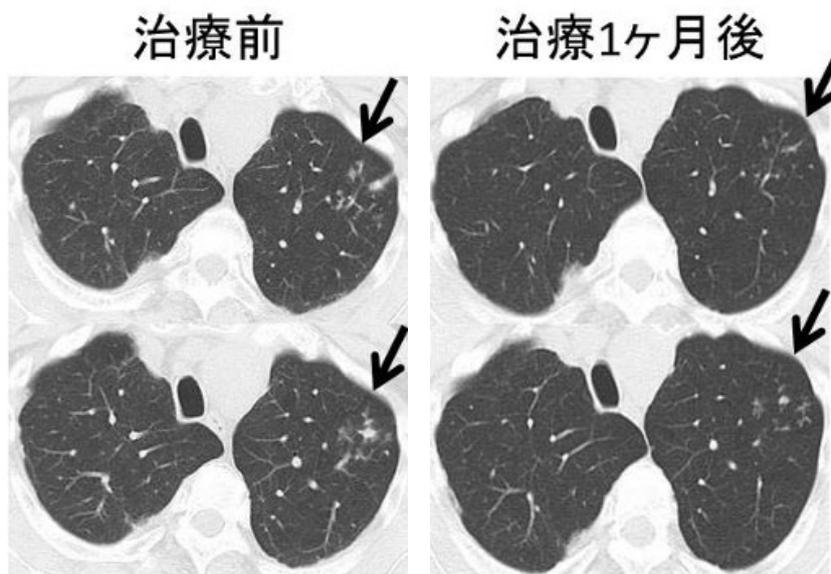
胸部単純CT. 初診時、左肺上区にtree-in-bud appearance (矢印)を認めた. 治療1ヶ月後に改善を認めた.
